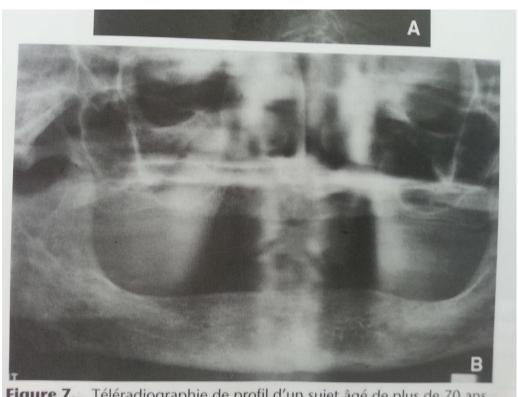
Téléradiographie de profil d'un sujet âgé de plus de 70 ans.
